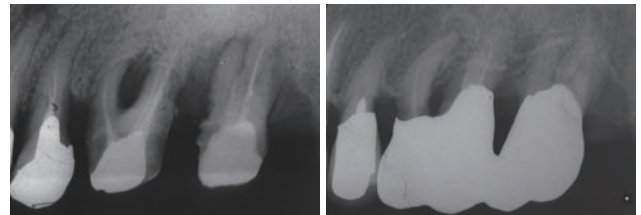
The posterior region of the same patient. These X-ray films show the bone regeneration during the 11-year period. 11 years before, only the ultrasonic scaler applied to this region.
